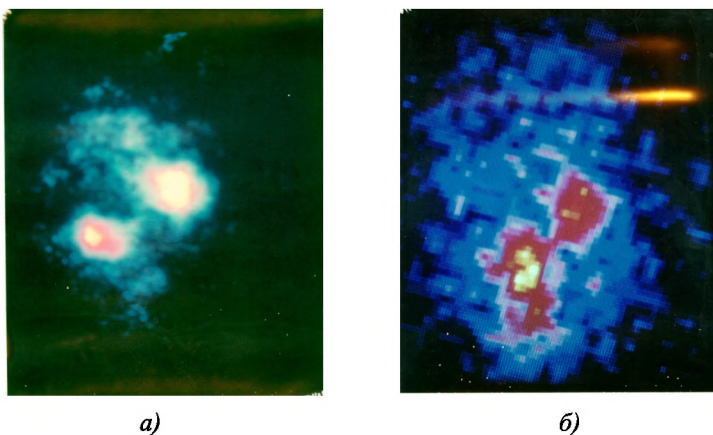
Сцинтиграммы почек кролика с использованием радиофармпрепаратов «О-йодгиппурат, ^{125}I » (а) и «О-йодгиппурат, ^{131}I » (б)
